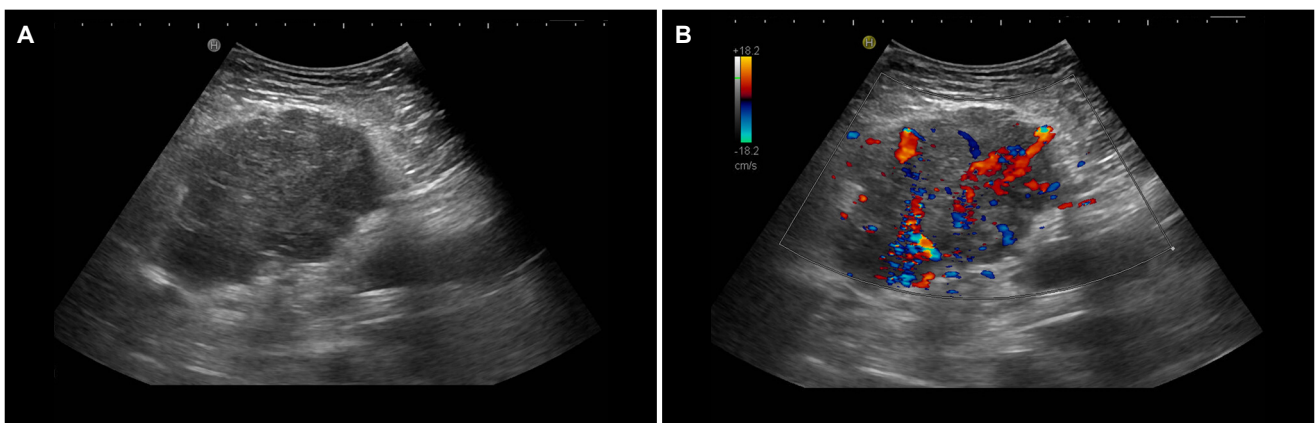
(A) Ultrasonography showed abnormal lobulating contoured heterogeneous echoic mass in the periumbilical portion of the wall, measured 9×5.5 cm. (B) The mass revealed hypervascularity at color doppler imaging.
